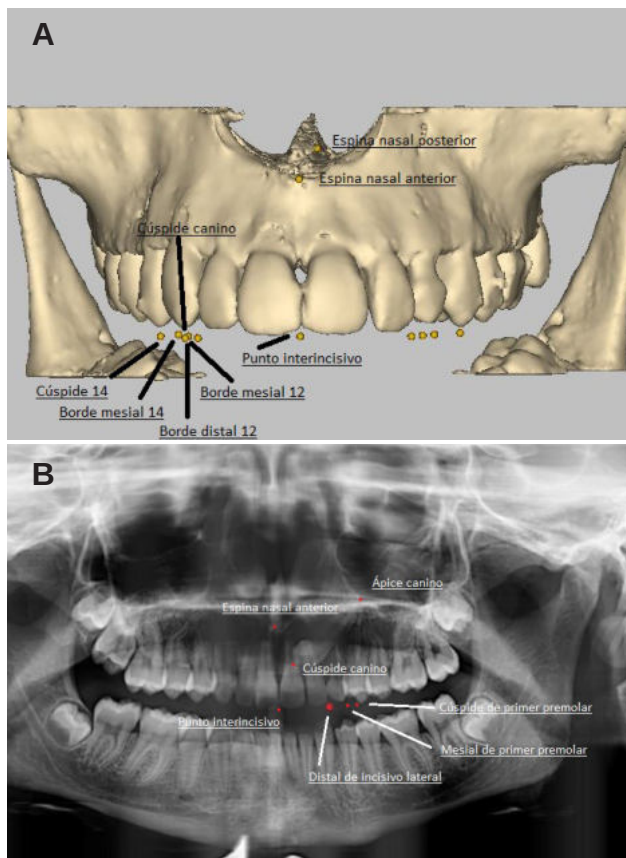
Puntos marcados en CBCT.
